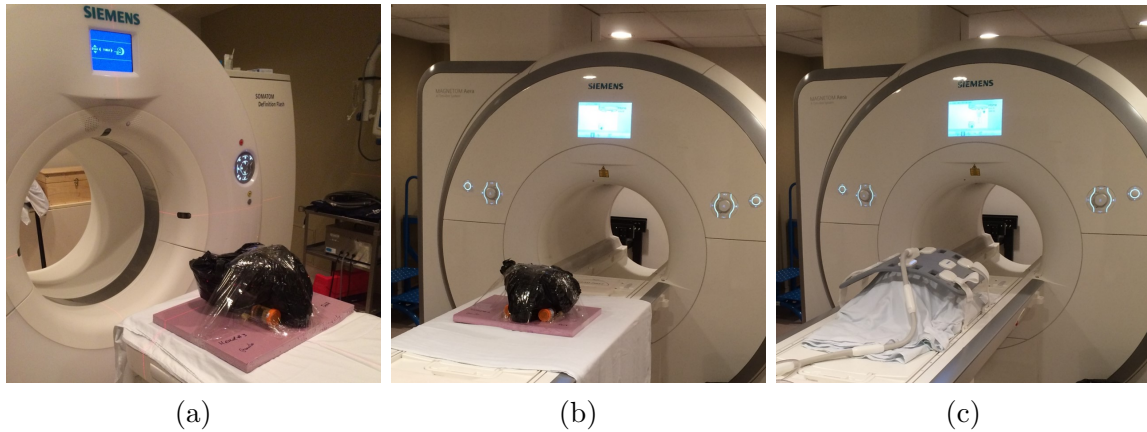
(a) Montage prêt pour une acquisition dans l'appareil CT. (b) Montage sur la table de l'appareil IRM. (c) Antenne de thorax installée sur un sujet en vue des acquisitions IRM.
